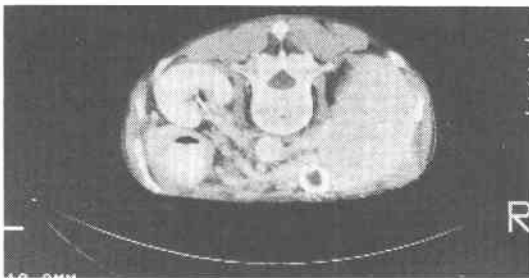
Computed tomogram showed no pancreatic tumor.
